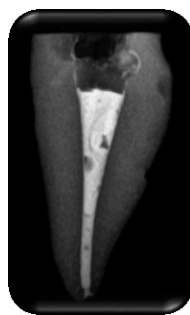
Radiografia da obturação final da amostra com a técnica de onda contínua de calor
